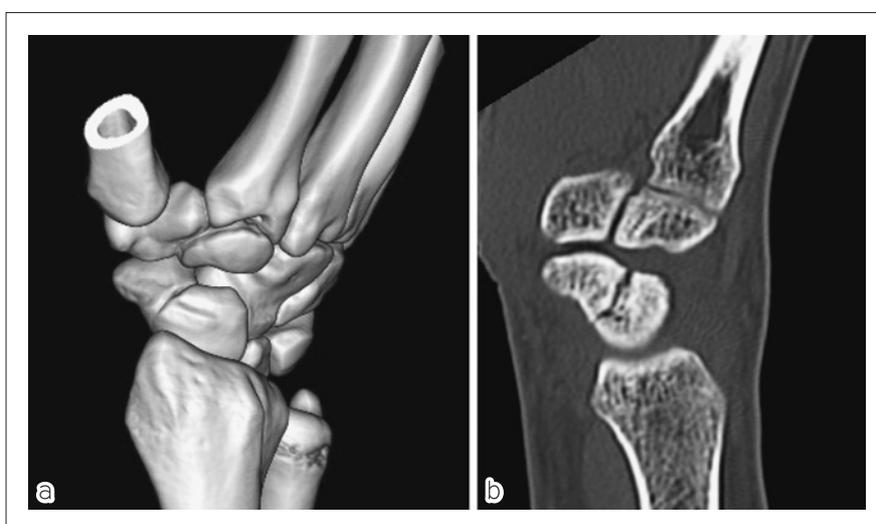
CT. 右手舟状骨腰部に横骨折を認める. 骨折部にわずかな間隙があり, 仮骨形成や骨吸収像は認めない. Herbert分類B2.
